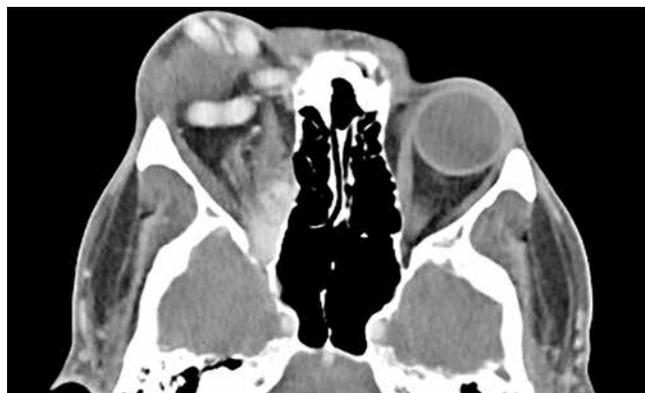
Мультиспиральная компьютерно-томографическая ангиография: справа признаки артериовенозной мальформации крылонебной ямки и нижней глазничной щели. Правосторонний экзофтальм и деформация верхнего века
